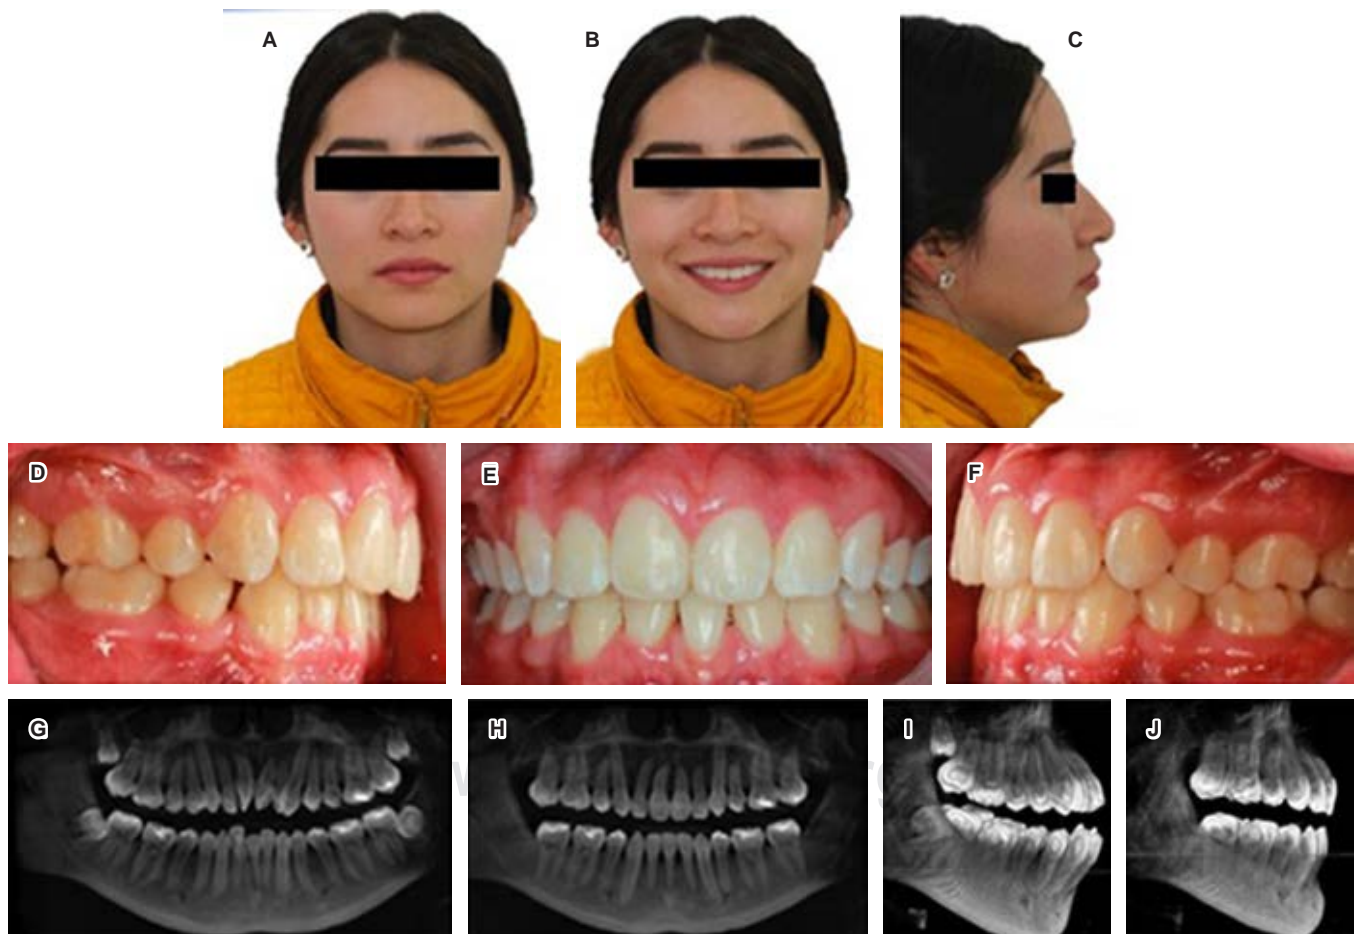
A) Frente, B) de sonrisa, C) de perfil, D) intraoral lateral derecha, E) frontal, F) intraoral lateral izquierda, G) ortopantomografía inicial, H) ortopantomografía final, I) tomografía volumétrica lateral inicial, J) tomografía volumétrica lateral final.
